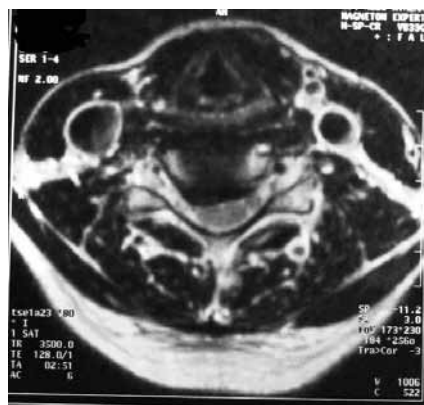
МРТ шейного отдела, проекция на аксиальную плоскость, проходящую через диск и тело позвонка C5
